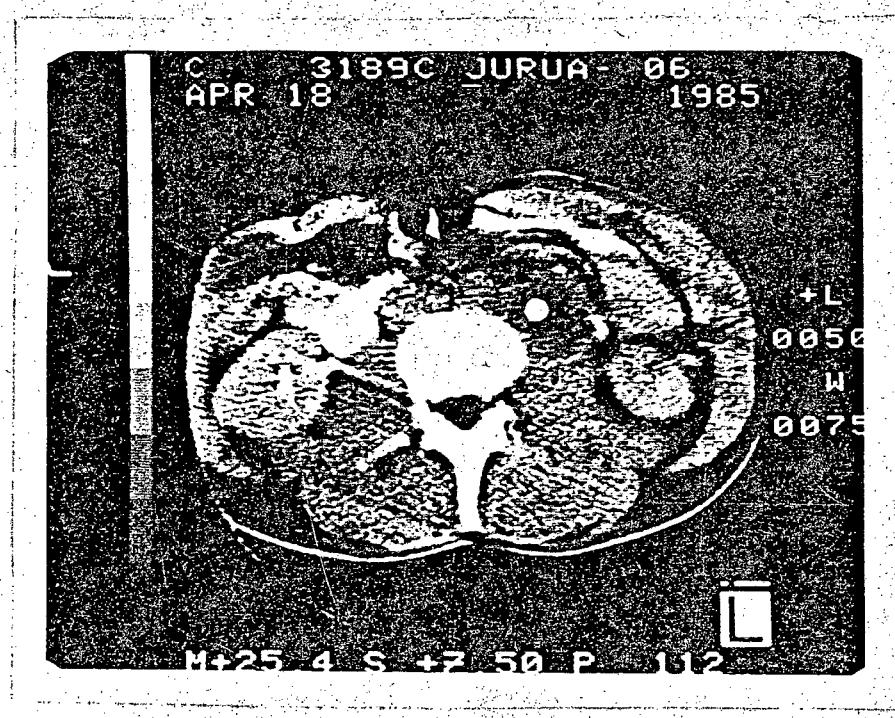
Tomografia computadorizada de abdômen mostrando redução acentuada da massa retroperitoneal após o 3º ciclo de quimioterapia.
